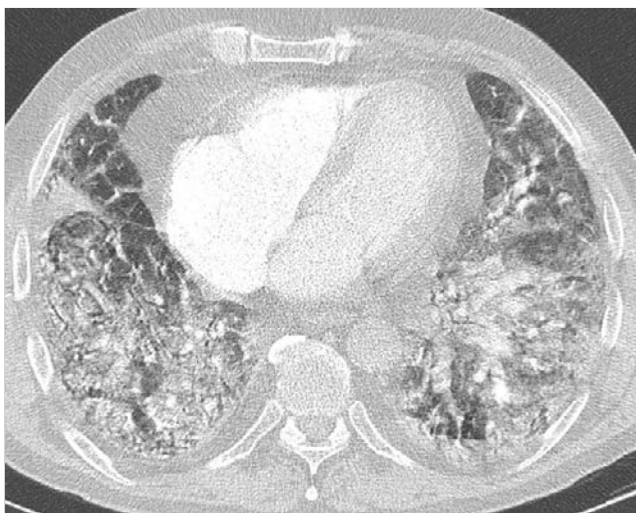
Akute interstitielle Pneumonie. CT-Bild. Ausgedehnte bilaterale Konsolidierungen und Milchglastrübungen.
